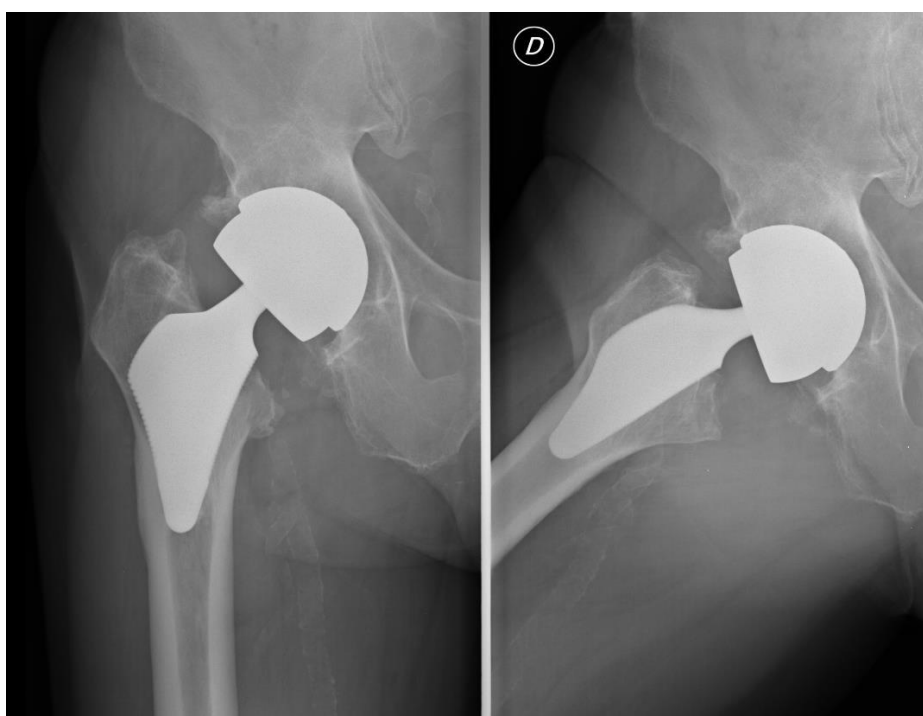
Radiografías previas a la cirugía. Se aprecia cotilo ASR XL® (DePuy), vástago modelo Proxima® (DePuy) y cabeza metálica.
